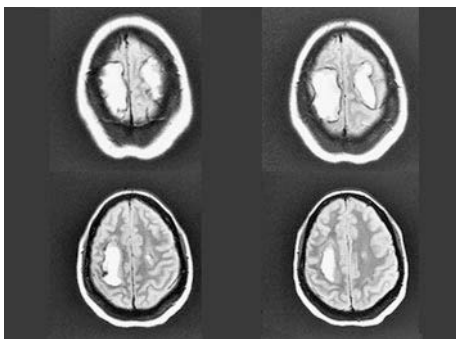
• Sinus- und Hirnvenenthrombose: Beidseitig frontal atypisch gelegene, intrazerebrale Stauungsblutung bei Thrombose des Sinus sagittalis superior (MRT axial PD SE)
